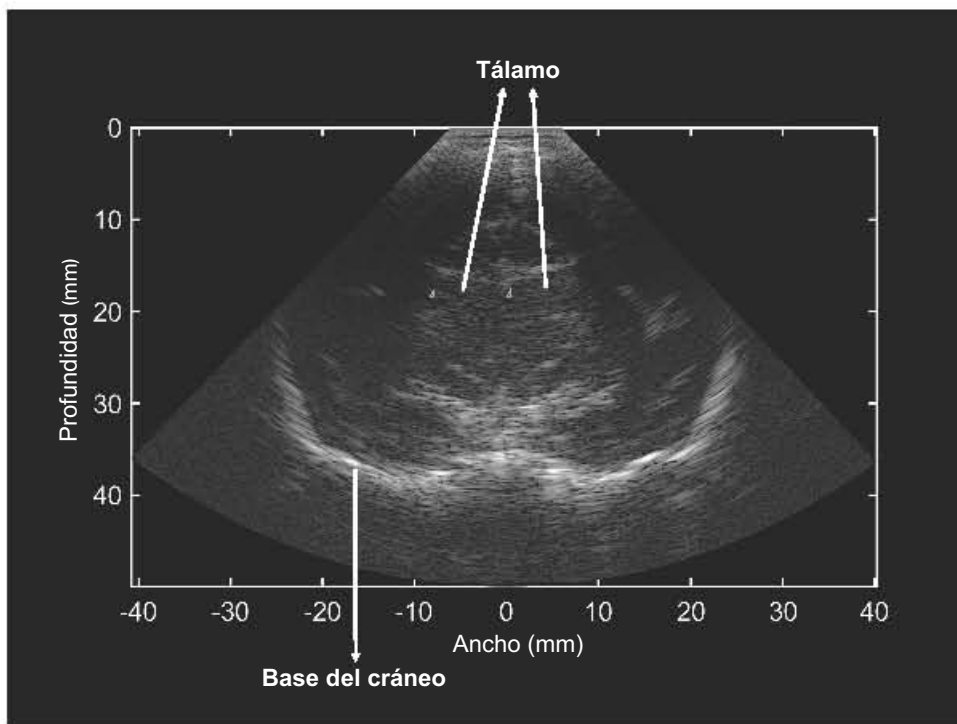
Ultrasonido del cerebro de macacos Rhesus neonatos.
